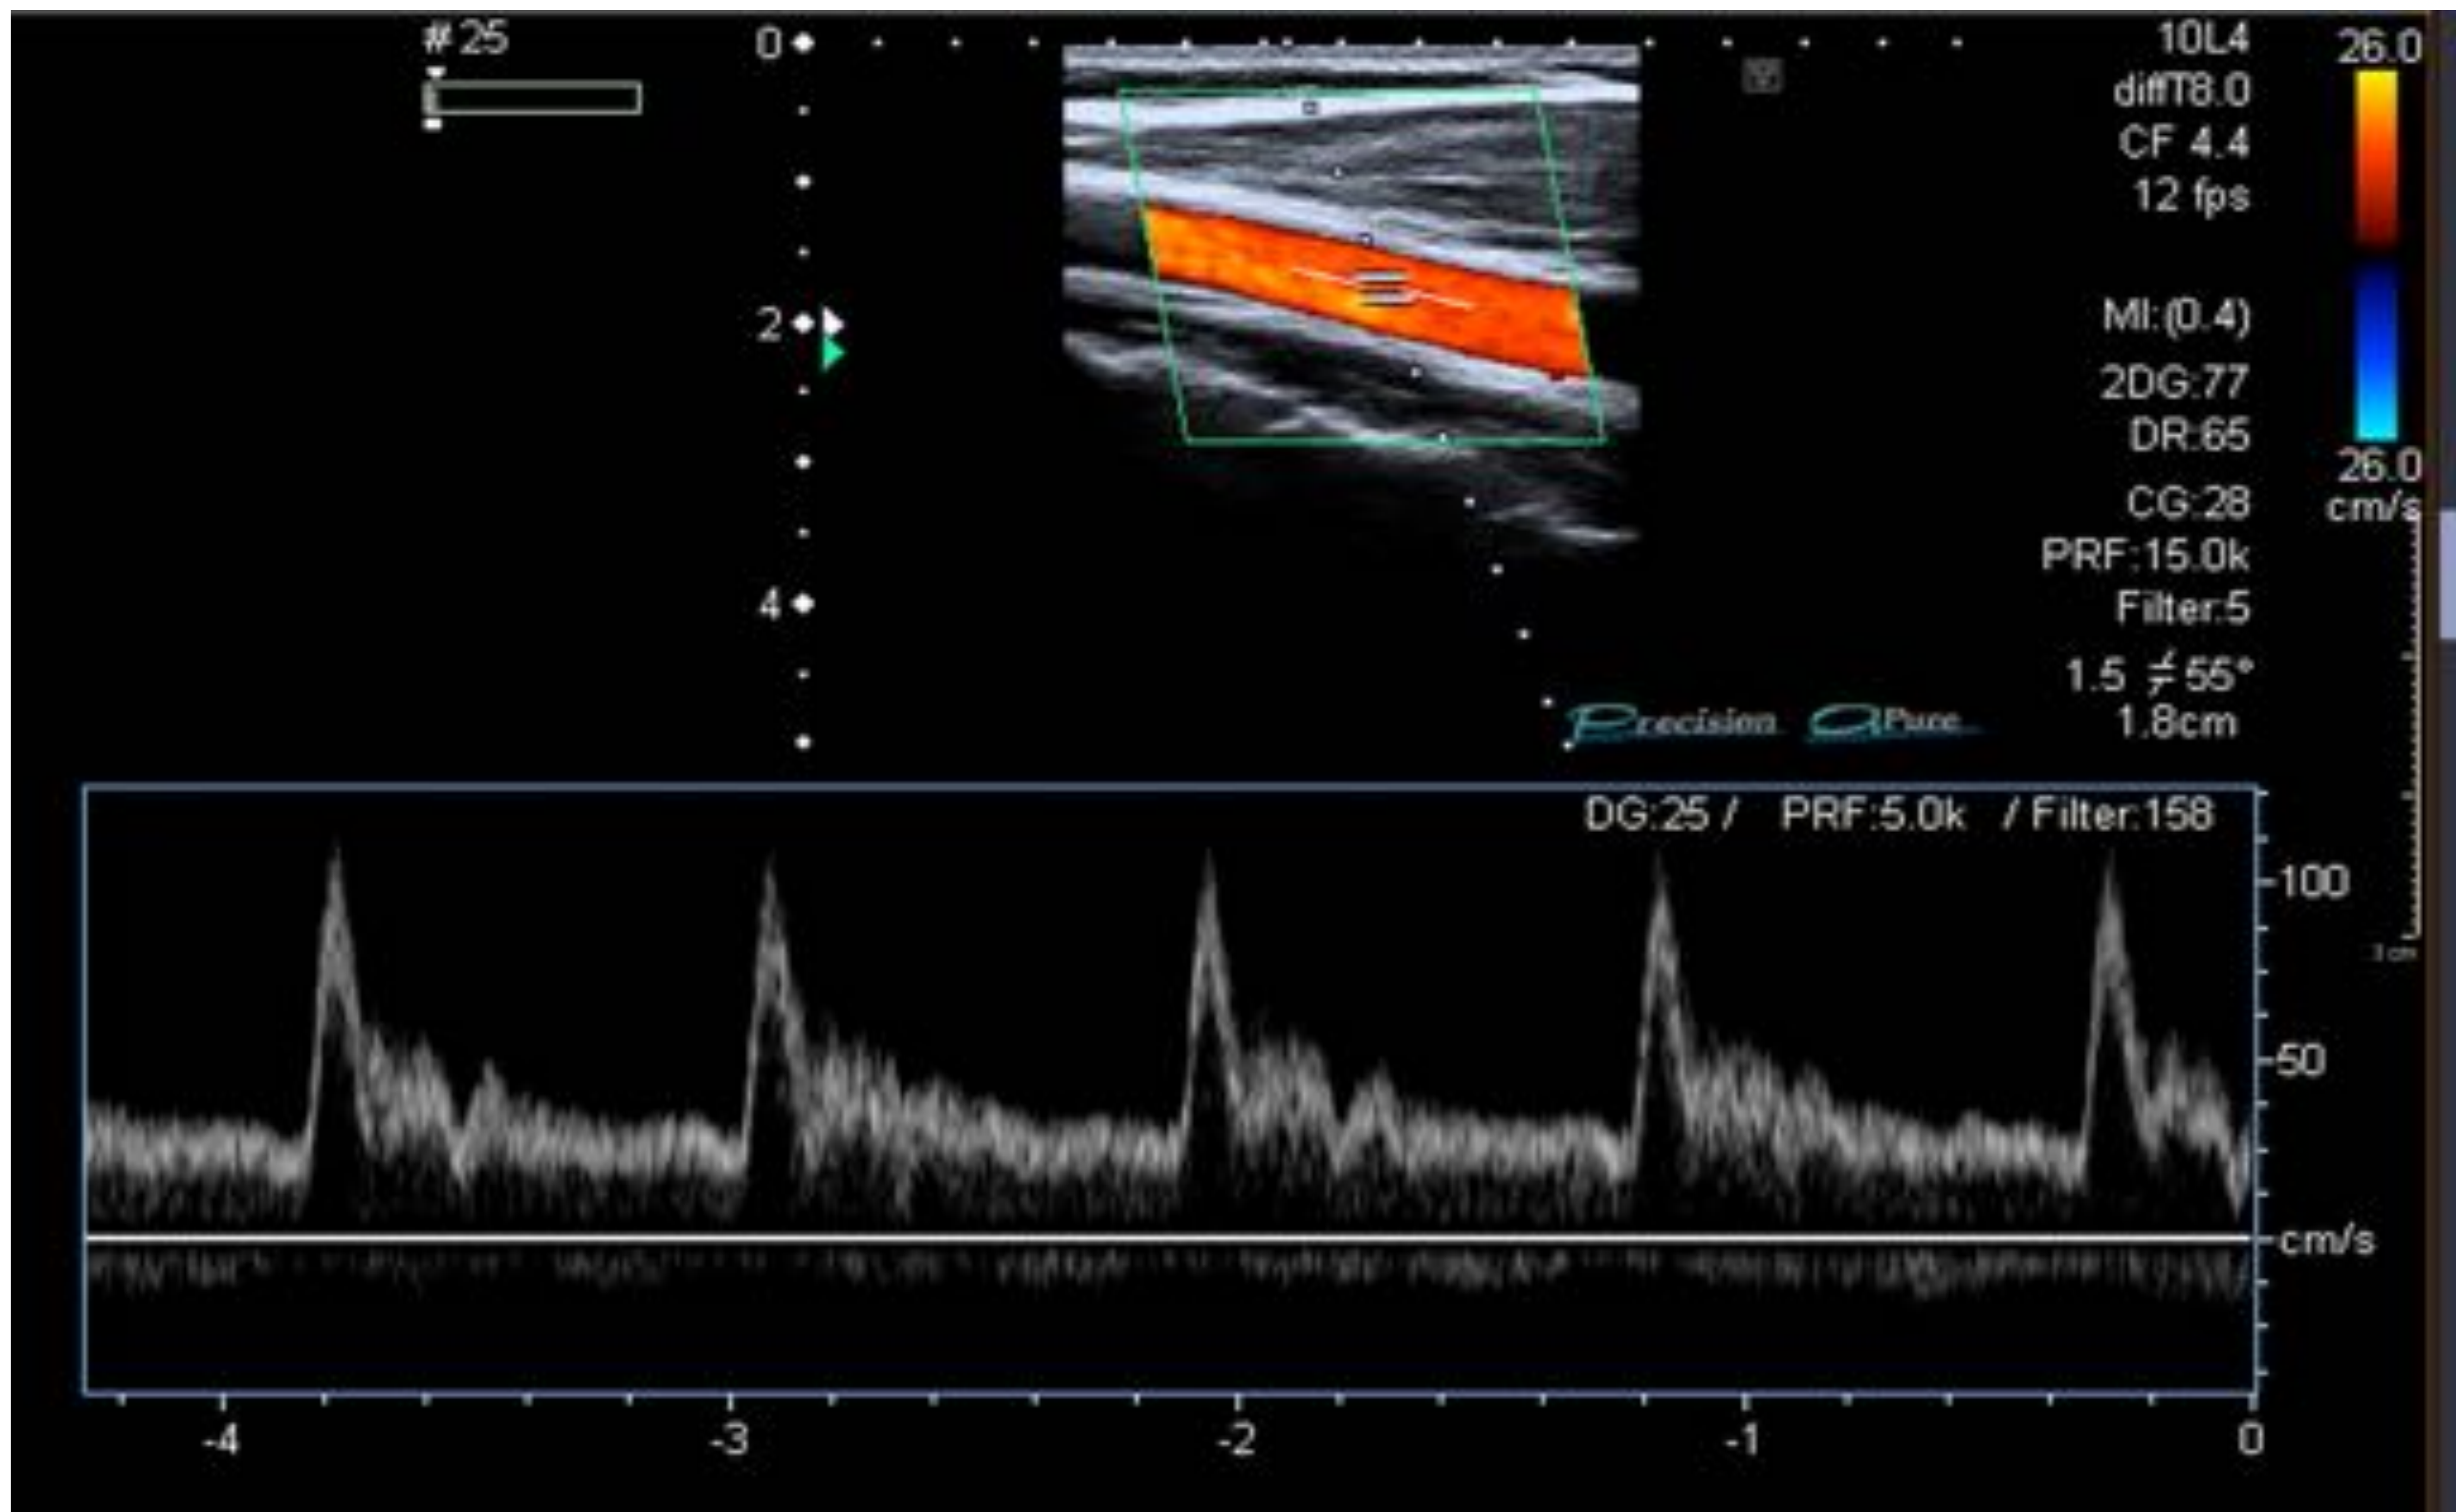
Ecografía Doppler troncos supraaórticos. Ángulo Doppler entre 30-60° con el cursor paralelo al eje del vaso.
